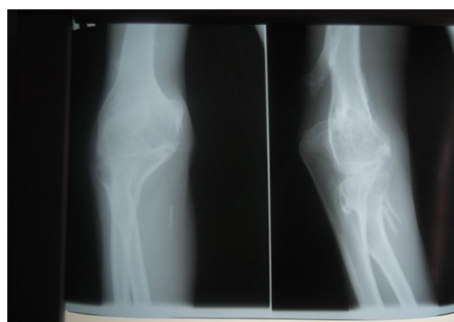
Рентгенограмма правого локтевого сустава в двух проекциях
